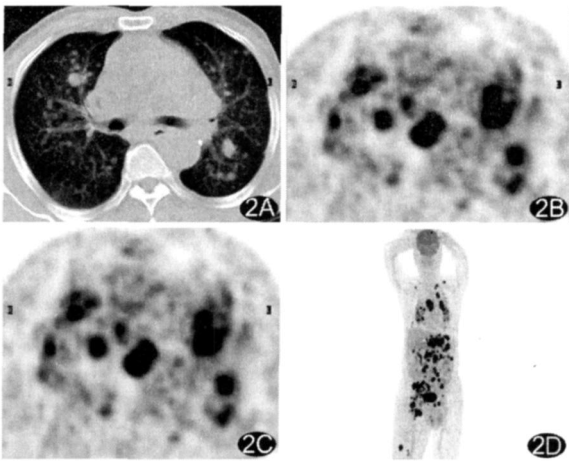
右小腿恶性黑色素瘤术后 ^{18}F -FDG PET/CT 图像 患者男,75岁。右小腿恶性黑色素瘤术后1个月 A~C. ^{18}F -FDG PET/CT 示部分肺转移灶异常摄取 FDG; D. 全身多发组织、器官转移灶异常摄取 FDG
